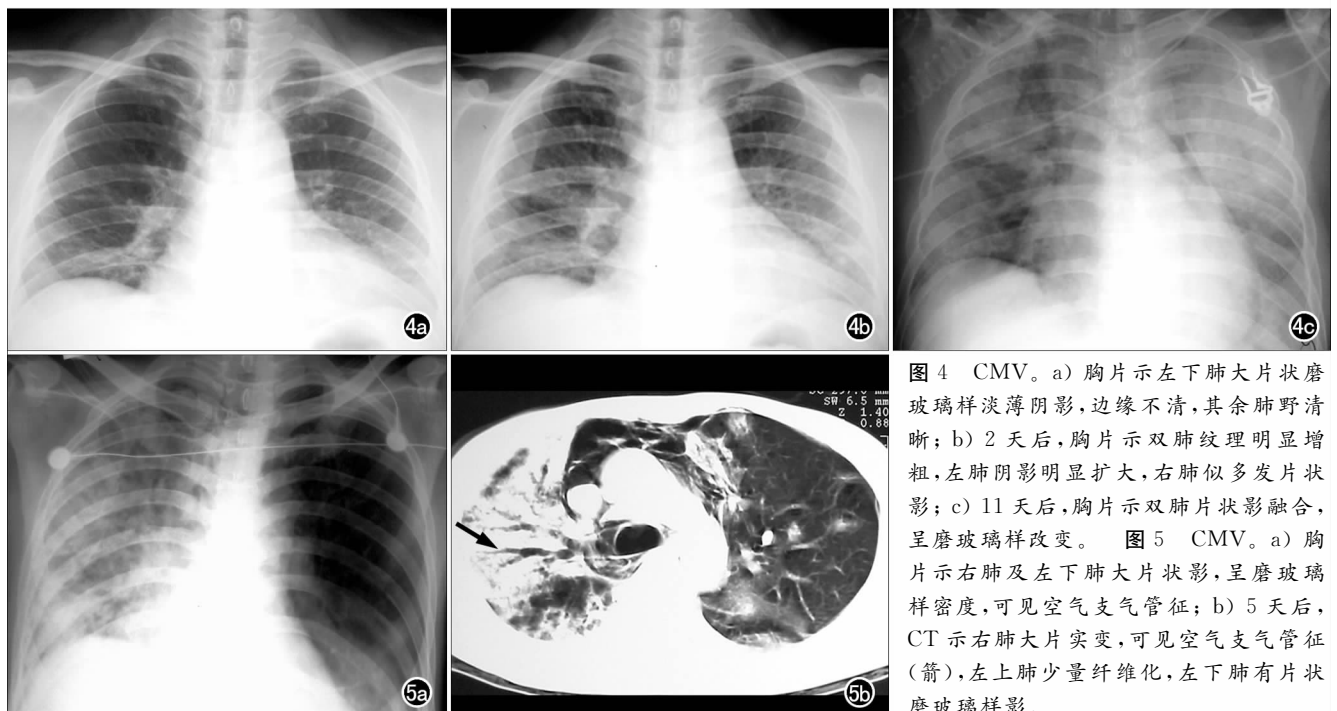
CMV。a) 胸片示左下肺大片状磨玻璃样淡薄阴影,边缘不清,其余肺野清晰; b) 2 天后,胸片示双肺纹理明显增粗,左肺阴影明显扩大,右肺似多发片状影; c) 11 天后,胸片示双肺片状影融合,呈磨玻璃样改变。图 5 CMV。a) 胸片示右肺及左下肺大片状影,呈磨玻璃样密度,可见空气支气管征; b) 5 天后,CT 示右肺大片实变,可见空气支气管征(箭),左上肺少量纤维化,左下肺有片状磨玻璃样影。
